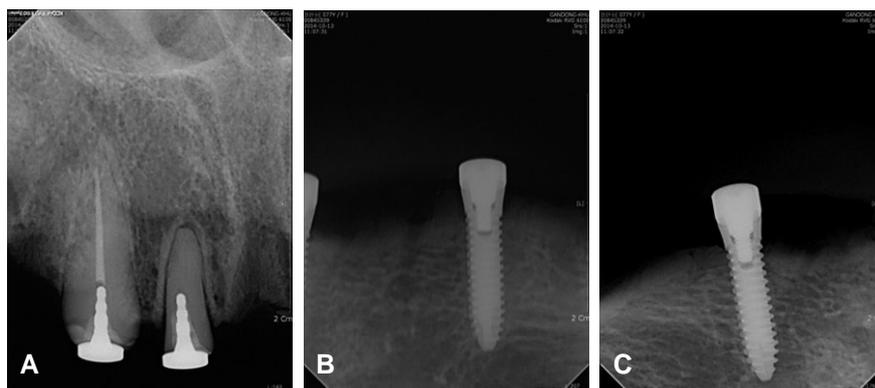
Radiographs on 3 months after implant placement and extraction. (A) Endodontically treated roots with Root Keepers (Magfit-RK; Aichi Steel Corp, Tokai-shi, Japan) on upper jaw, (B, C) Implants (Magden; Shinwon Dental, Inc, Seoul, Korea) with magnetic keepers on lower jaw.
